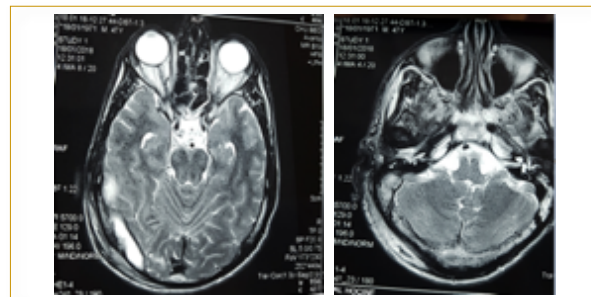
IRM d'un cholestéatome compliqué de thrombophlébite du sinus latéral (Service d'Imagerie - Bab El Oued)
